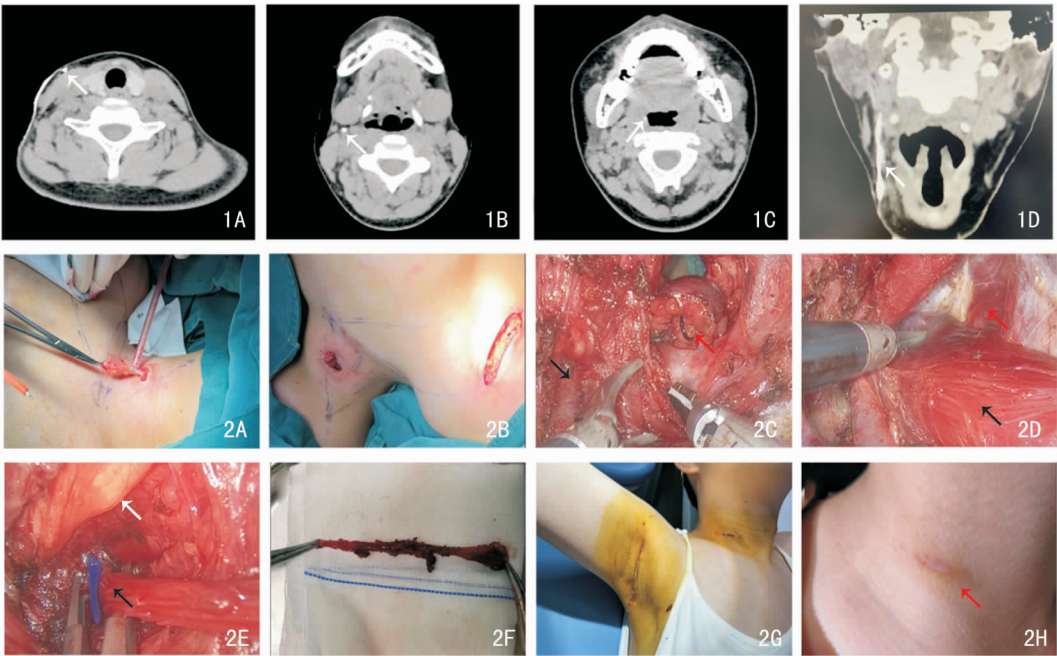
瘘管造影 CT 扫描示右侧颈部皮下线样高密度影,内口大约位于右侧扁桃体(约平颈 2 椎体水平),余颈部各组织结构及间隙显影清晰(箭头标记为瘘管造影像) 1A:右侧颈部外瘘口;1B:瘘管穿行于颈动脉鞘内;1C:内瘘口位于扁桃体上极区;1D:冠状位提示瘘管长约 6.2 cm 图 2 具体手术过程 2A:颈部外瘘口切口并分离瘘管;2B:腋窝入路切口;2C:经腋窝胸锁乳突肌前缘分离至外瘘口;颈外静脉(黑色箭头)、外瘘口及缝线(识别点,红色箭头);2D:经胸锁乳突肌肌间隙分离显露颈动脉鞘;肩胛舌骨肌(红色箭头),胸锁乳突肌锁骨头(黑色箭头);2E:分离瘘管至颌下腺及二腹肌(白色箭头),钛夹夹闭瘘管(黑色箭头);2F:切除瘘管,长度约 6 cm;2G:术后 1 周复查颈部及腋窝切口;2H:术后 1 个月复查颈部切口(红色箭头)
